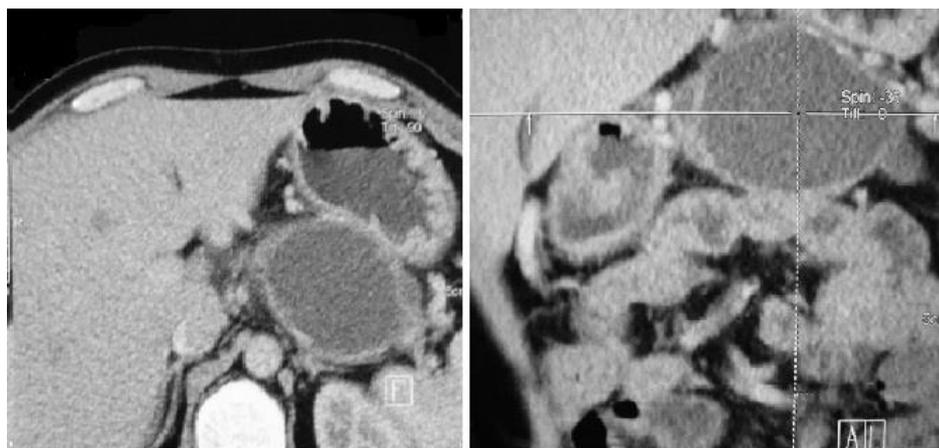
МРТ поджелудочной железы: ретрогастральная киста.
